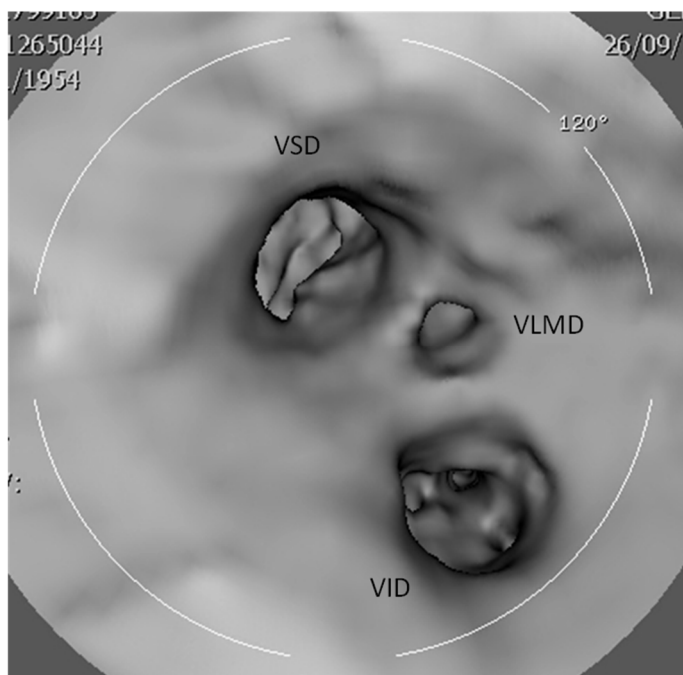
Reconstrucción 3D del interior de la pared derecha de la A1 obtenida a partir de una secuencia de angio-RM 3D en la que se identifican tres *ostia* independientes, uno para la vena superior derecha (VSD), otro para la vena inferior derecha (VID) y otro para la vena de drenaje independiente del lóbulo medio derecho (VLMD).
